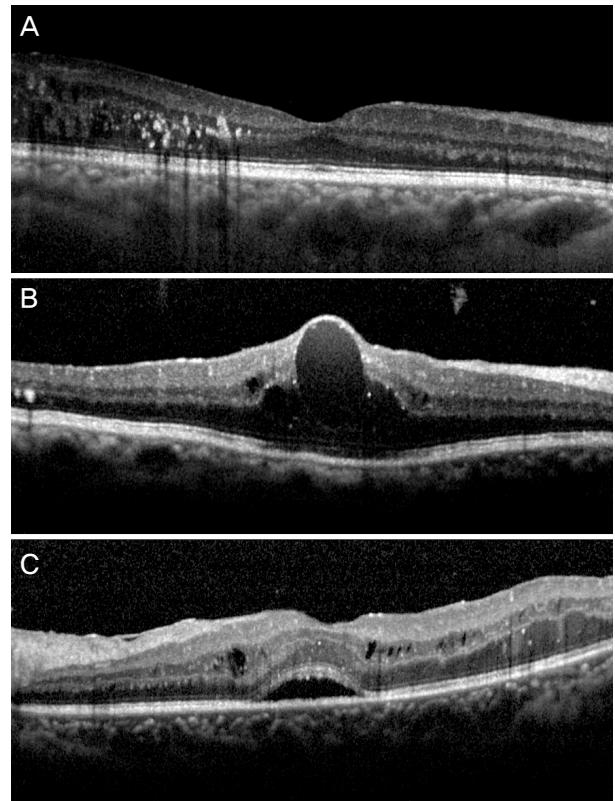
Morphologic patterns of diabetic macular edema by optical coherence tomography. (A) Diffuse retinal thickening type looks as a sponge-like swelling area with reduced retinal reflectivity. (B) Cystoid macular edema type shows intra-retinal cystoid spaces. (C) Serous retinal detachment exhibits elevation of retina and fluid is accumulated between retina and retinal pigment epithelium.
